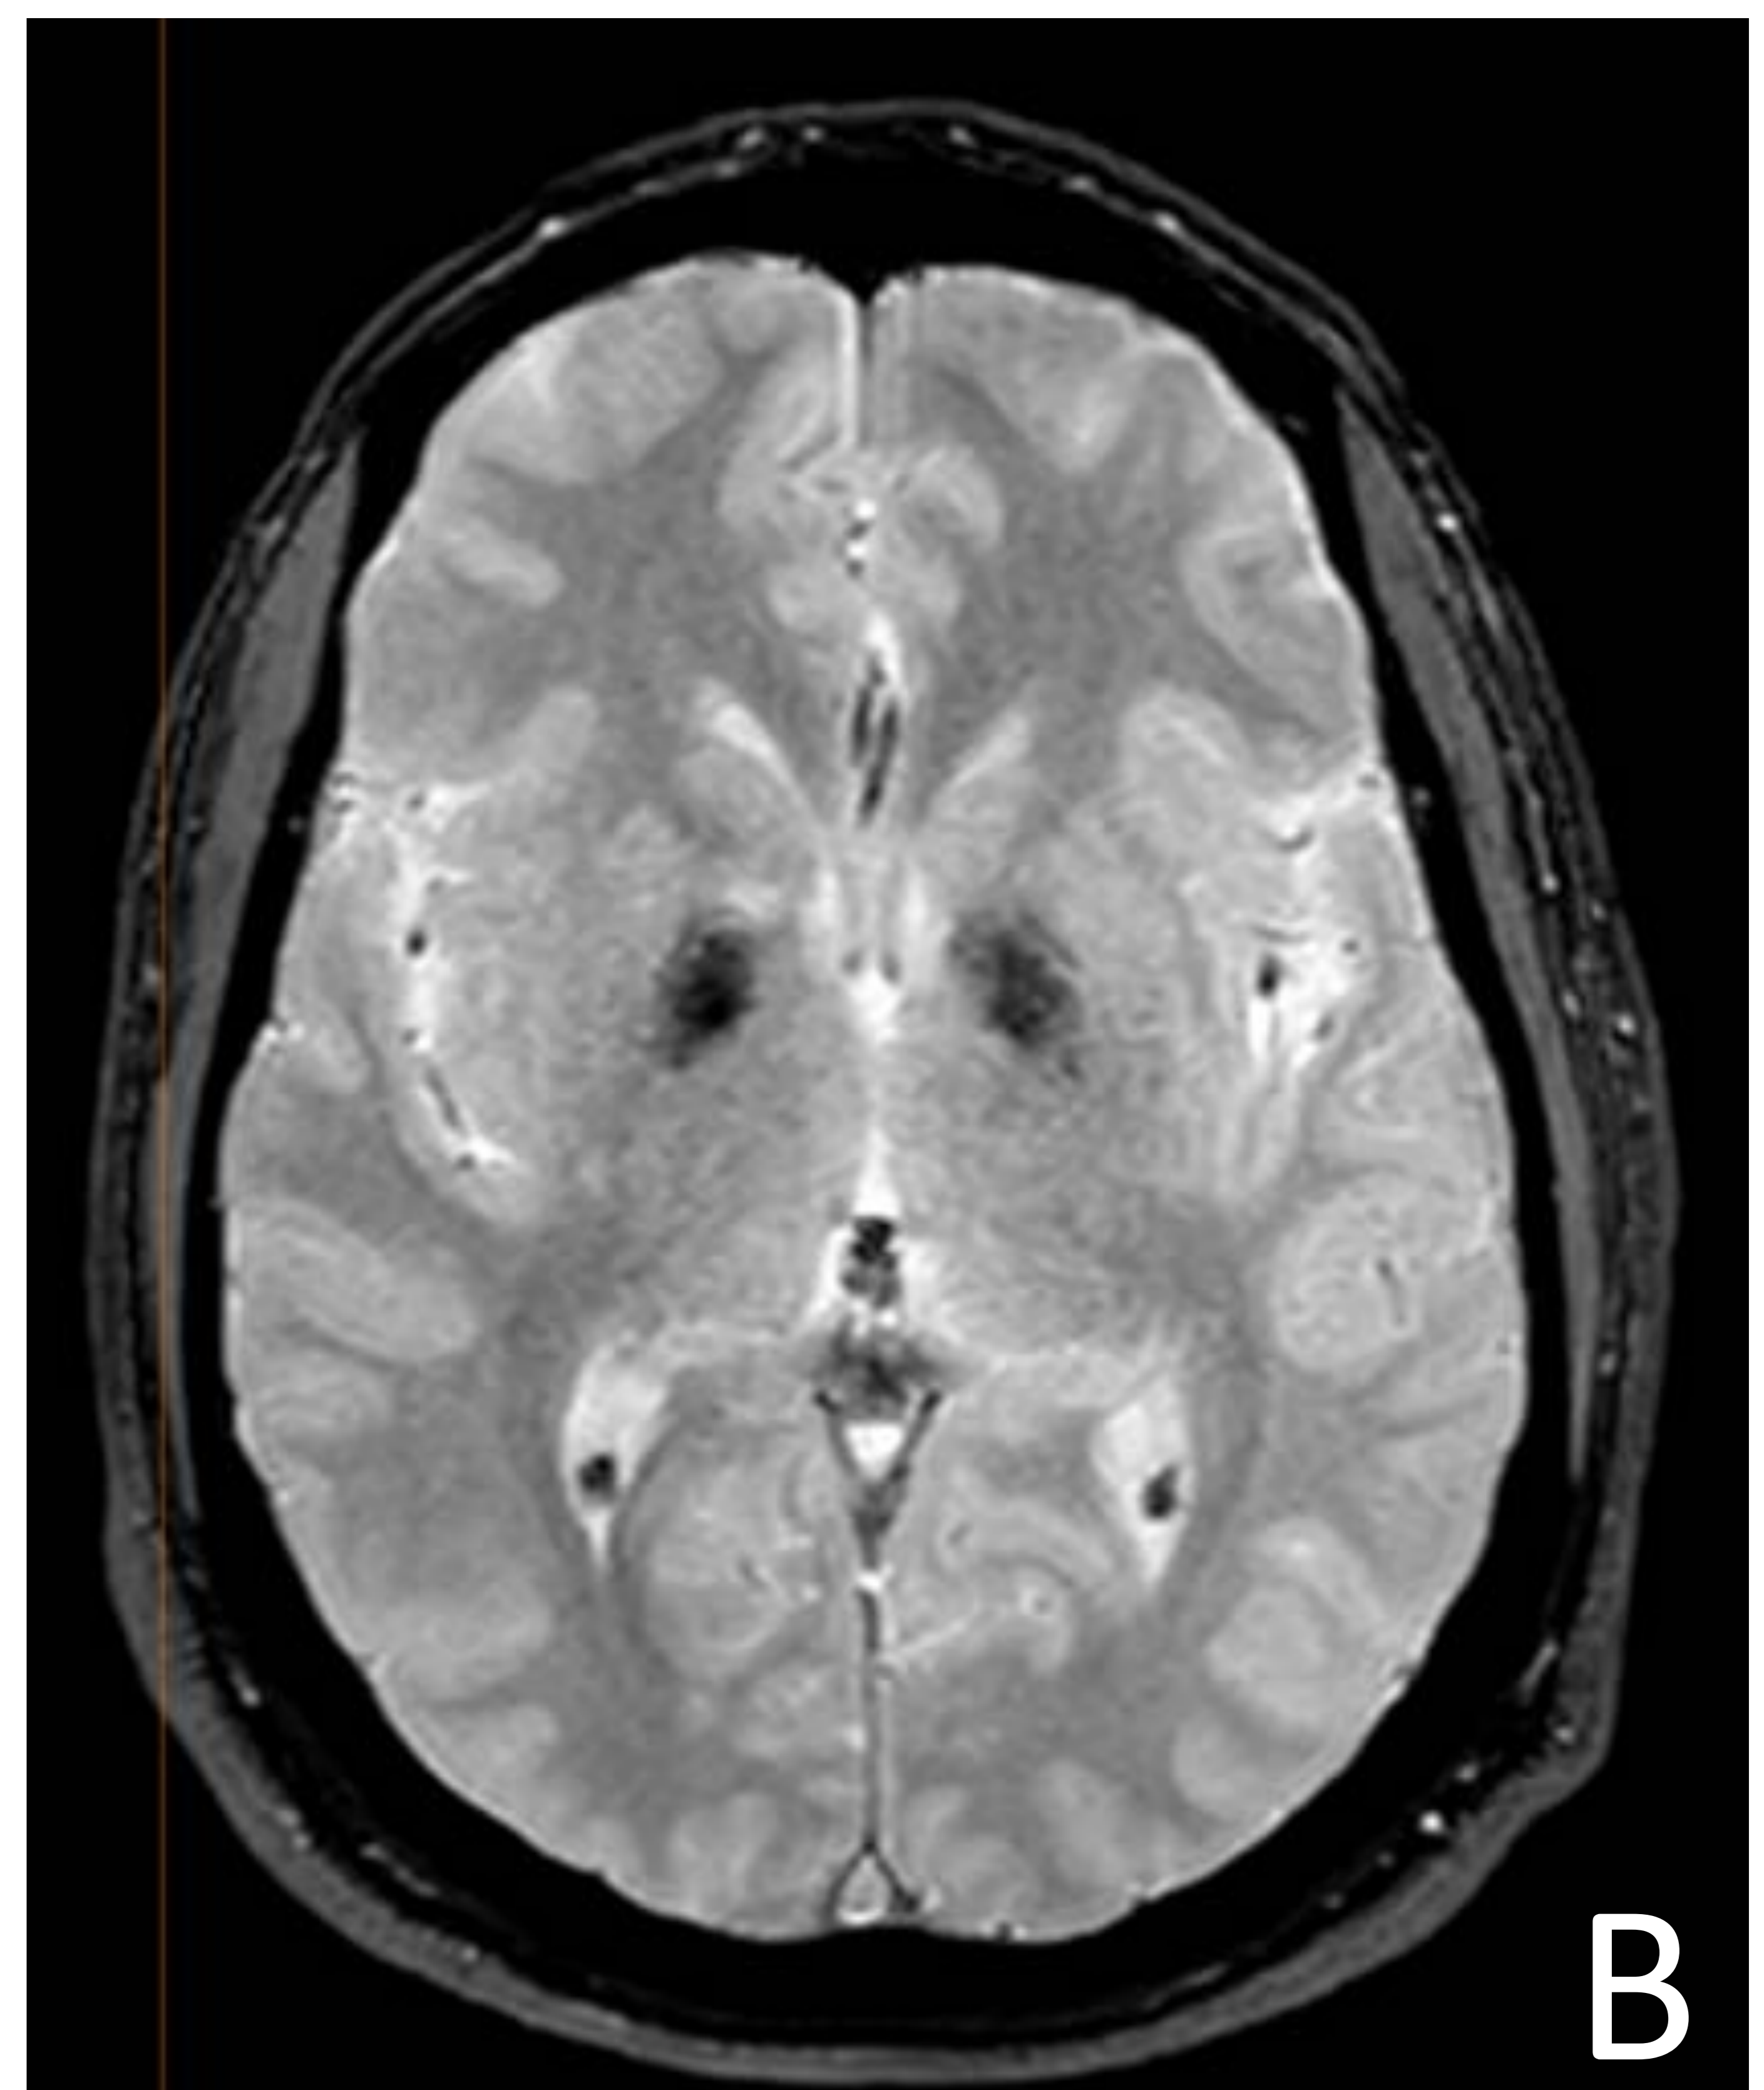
Paciente con síndrome de Fahr secundario a disfunción paratiroidea. A. TC craneoencefálica sin contraste en plano axial que muestra calcificación bilateral y simétrica de los ganglios de la base. B. RM craneoencefálica en plano axial secuencia de gradiente donde se identifica una zona de vacío de señal en región de los ganglios de la base, en relación con depósitos de oligoelementos a dicho nivel.
